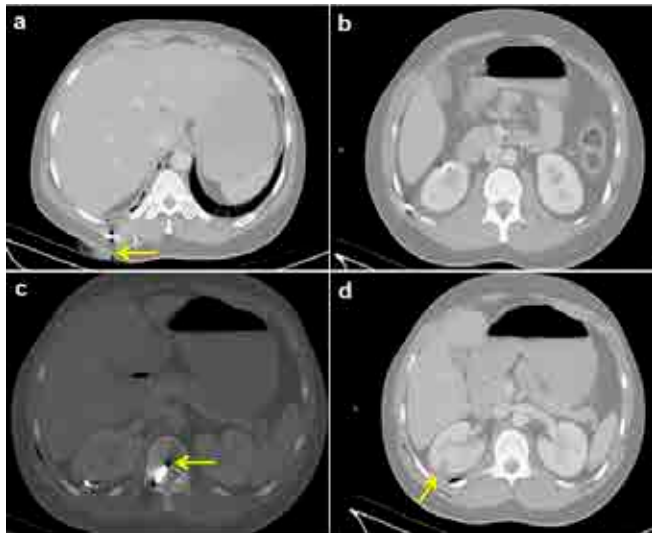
CT images of a 27-year-old male patient with kidney laceration due to gunshot wounds. Abdominal CT images a) showing the entrance of the bullet from the lumbar region (arrow), b) foreign objects in the kidney and abdominal wall, c) the bullet in the vertebrae (arrow), and d) laceration in the kidney and subcapsular hematoma (arrow).
